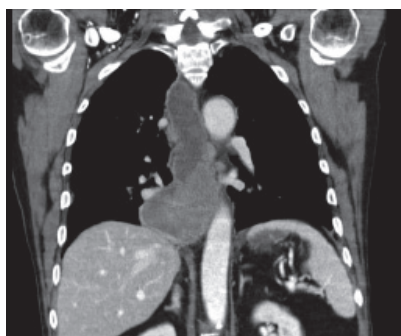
TC do tórax e abdômen
